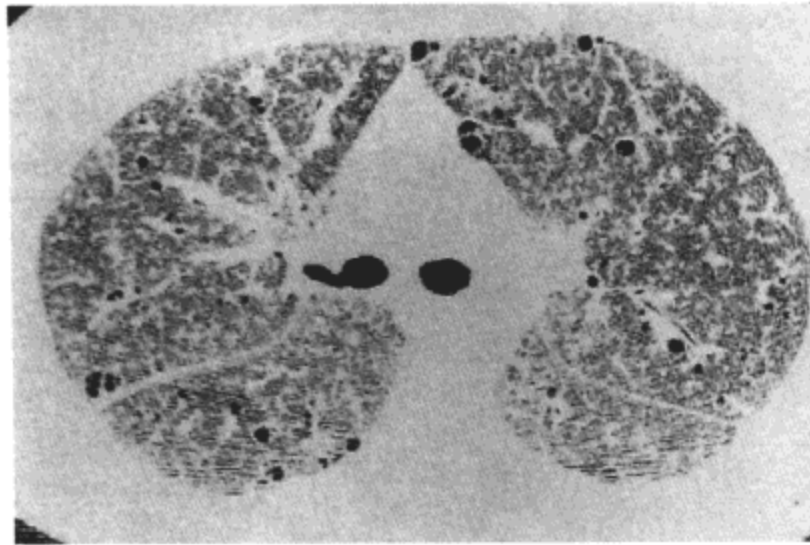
肺气肿: 最小密度投影 (MinIP) 影像。最小密度投影 (MinIP) 影像示肺气肿造成的局灶性低密度区。影像重组自 1mm 层厚的螺旋 CT 扫描, 薄片厚度为 10mm。这一技术可优化对低密度区的观察。病人为 41 岁的女性。
